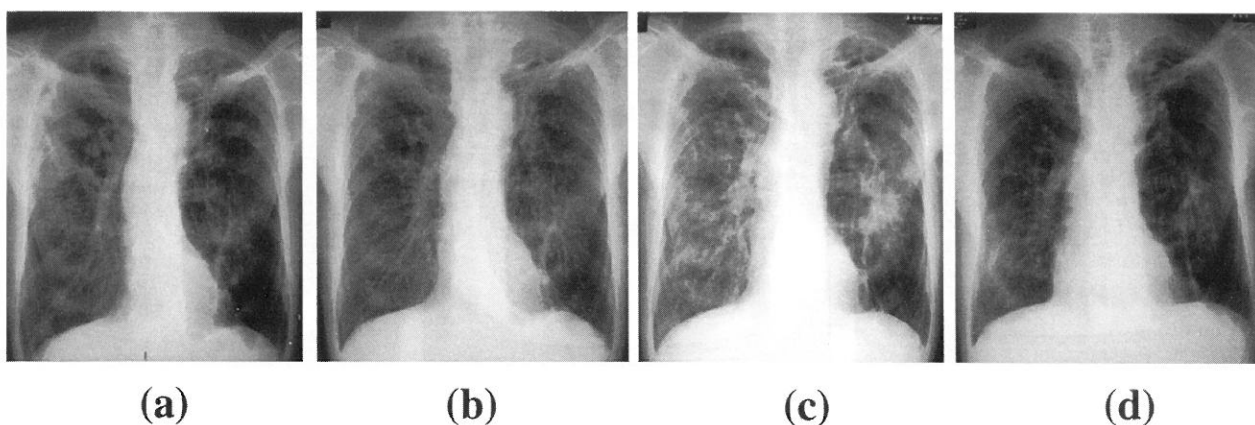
Changes of chest radiographs
